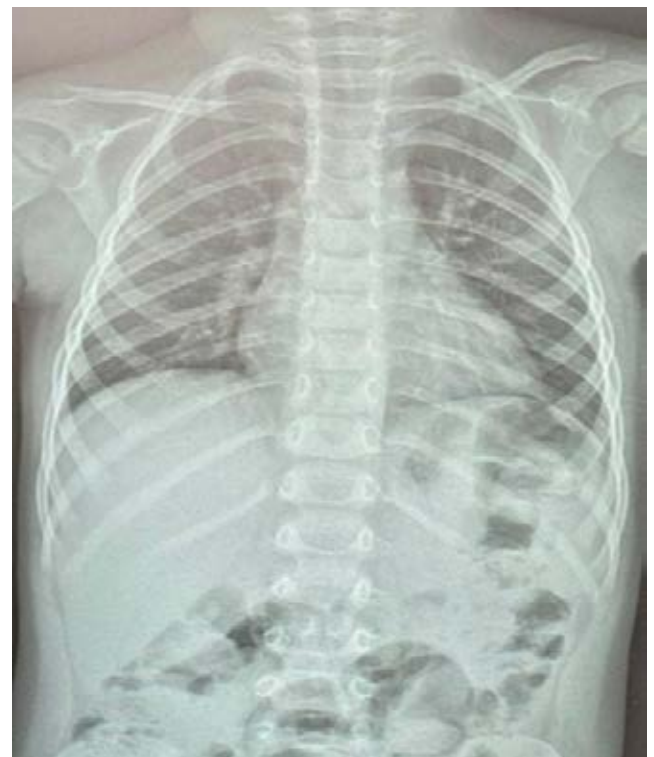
Оглядова рентгенограма грудної та черевної порожнини за 12 діб після операції. Відсутність пневмомедіастинуму і підшкірної емфіземи
